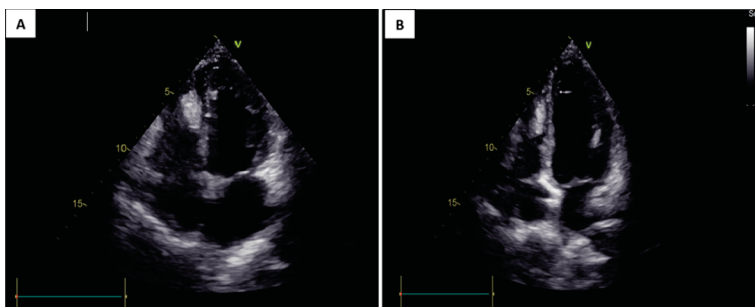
Ecocardiograma transtorácico. Janela apical quatro câmaras.
